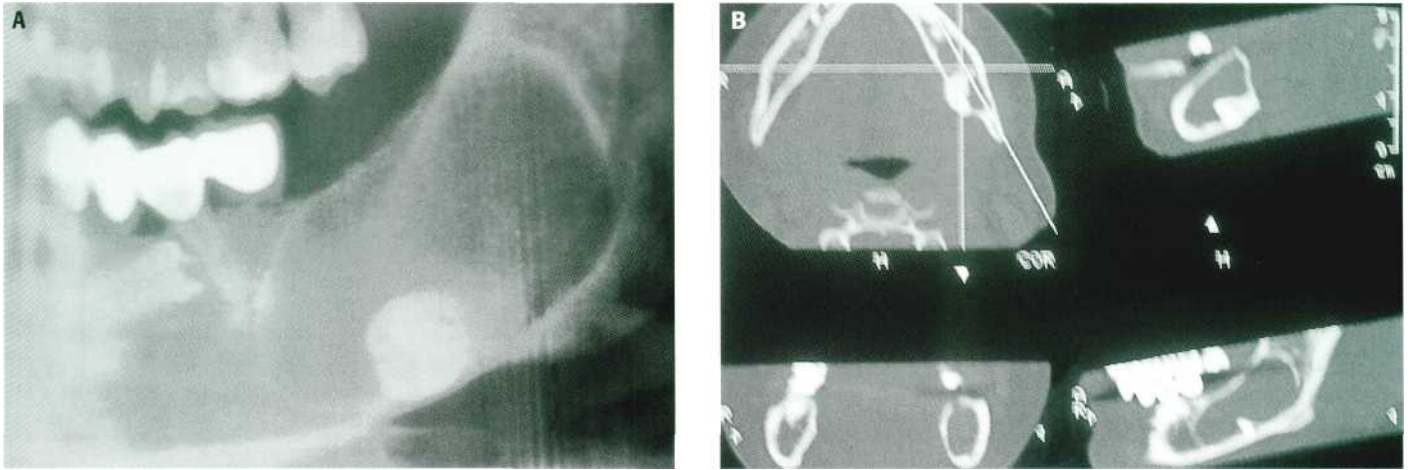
(A) Detalle de una ortopantomografía que evidencia la presencia del 3.4 incluido y un quiste folicular en relación con el 3.8. (B) Estudio minucioso de la patología quística y las inclusiones dentarias mediante tomografía computadorizada.
